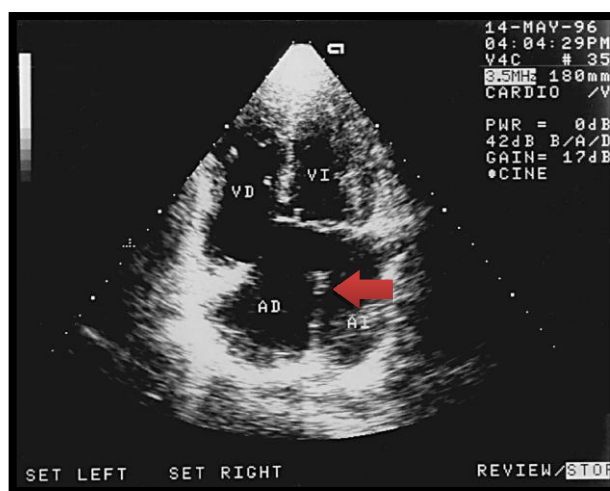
Ecocardiograma que muestra Septo transversal incompleto tipo Ostium Primum (Flecha). Tomado de: Alcalde y cols 1998⁽²¹⁾
